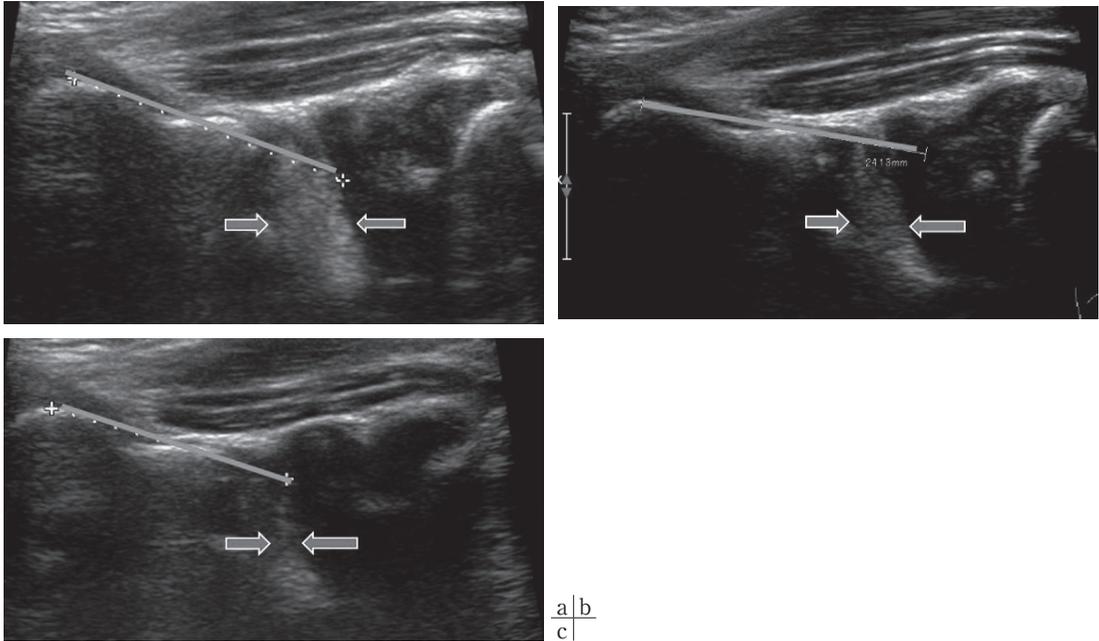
開排位水平断超音波断層像での骨頭中心化の進行(直線)と介在物縮小(矢印)
